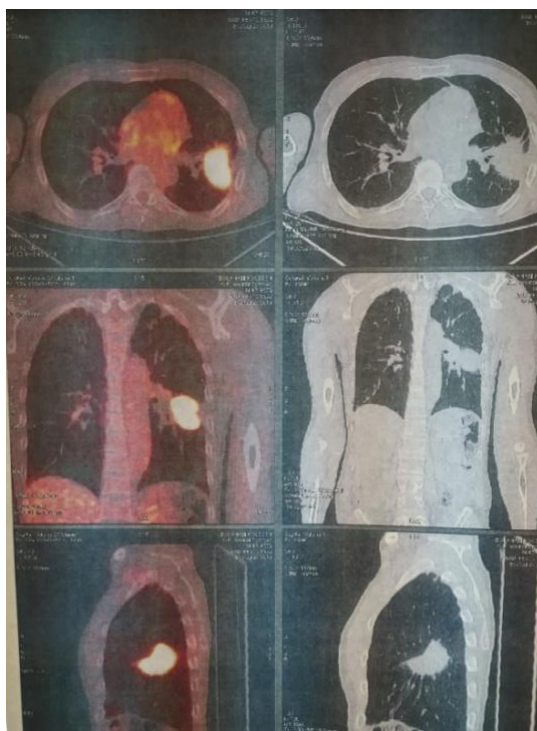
Hypermétabolisme de la masse du lobe inférieur gauche au 18-Fluorodesoxyglucose à la tomographie par émission de positons.
